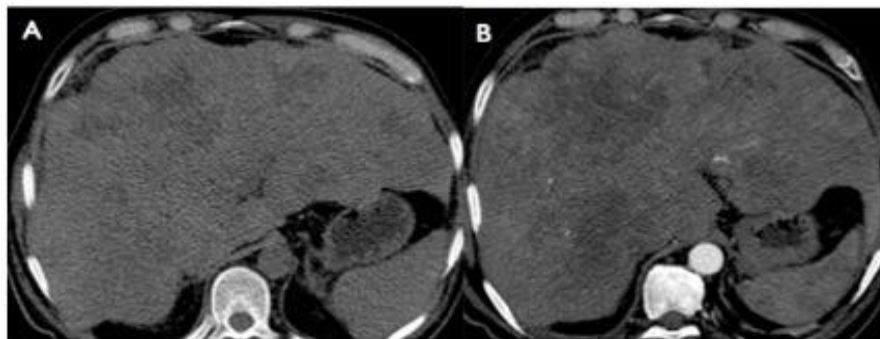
Paciente de 41 años de edad con lesión hipodensa en la TC simple (A) y contrastada (B) con extensa necrosis (\*) y contenido de aire central (flecha). En la RM con comportamiento heterogéneo hiperintenso en T2 (C), T2 (D) y T1 (E) con saturación grasa. Tras la administración de contraste (F) con reforzamiento periférico. Se dio el diagnóstico de absceso hepático. El examen histopatológico (G) reveló una lesión sólida compatible con CHC.
